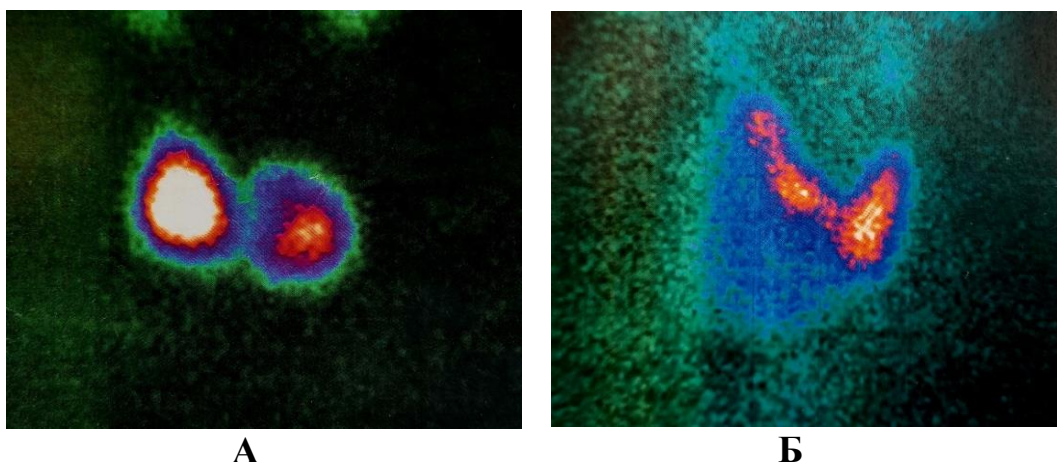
Сцинтиграфия ЩЖ. А - «Горячий» очаг в среднем сегмента правой доли ЩЖ, Б - «холодный» очаг в среднем и нижнем сегментах правой доли ЩЖ.
